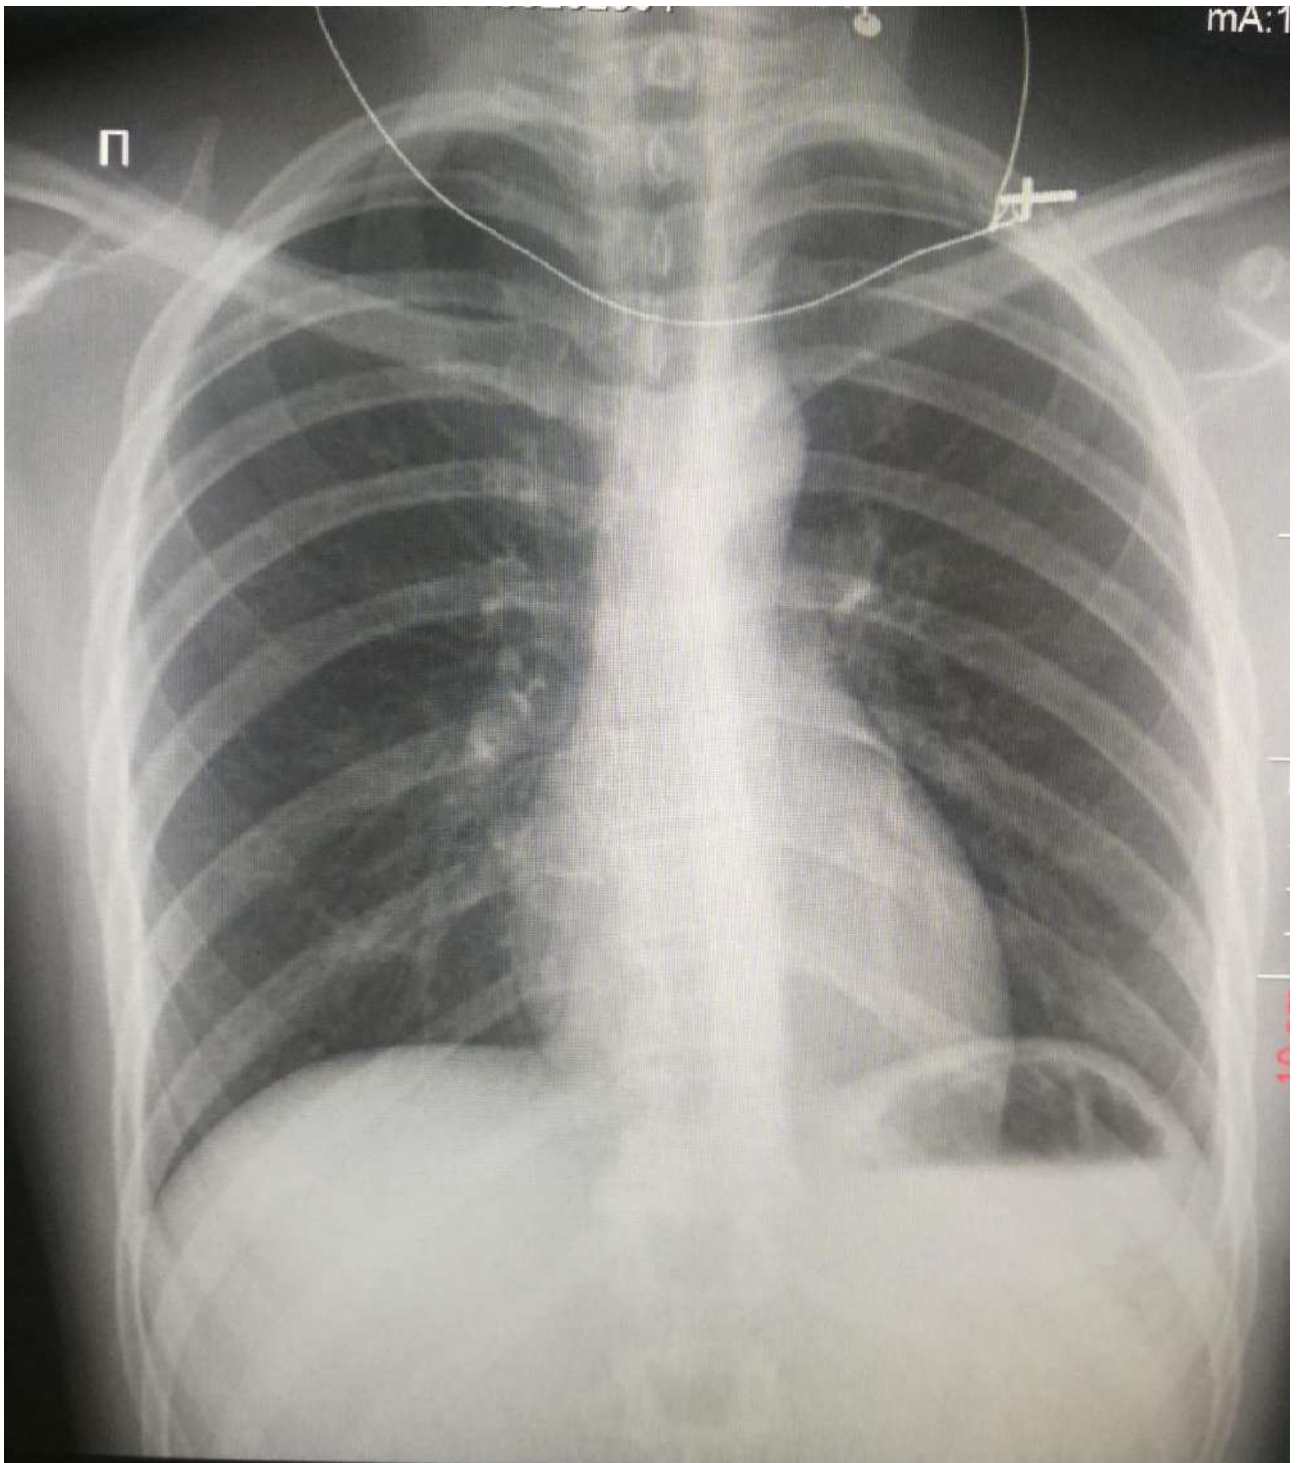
Рентгенограма хворого М., 32 роки
